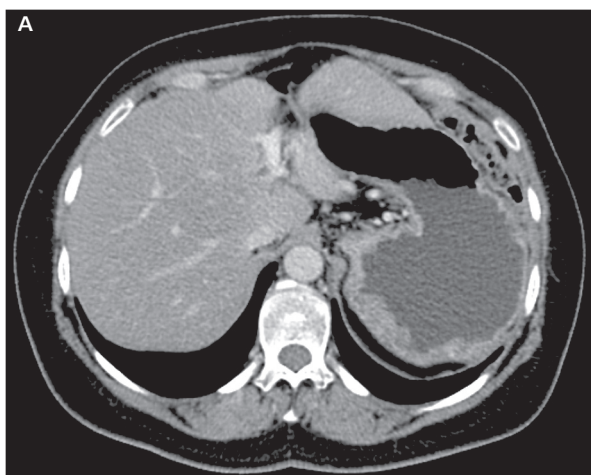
10B. Tomografia komputerowa jamy brzusznej: zmiany naciekowe w ścianie żołądka
